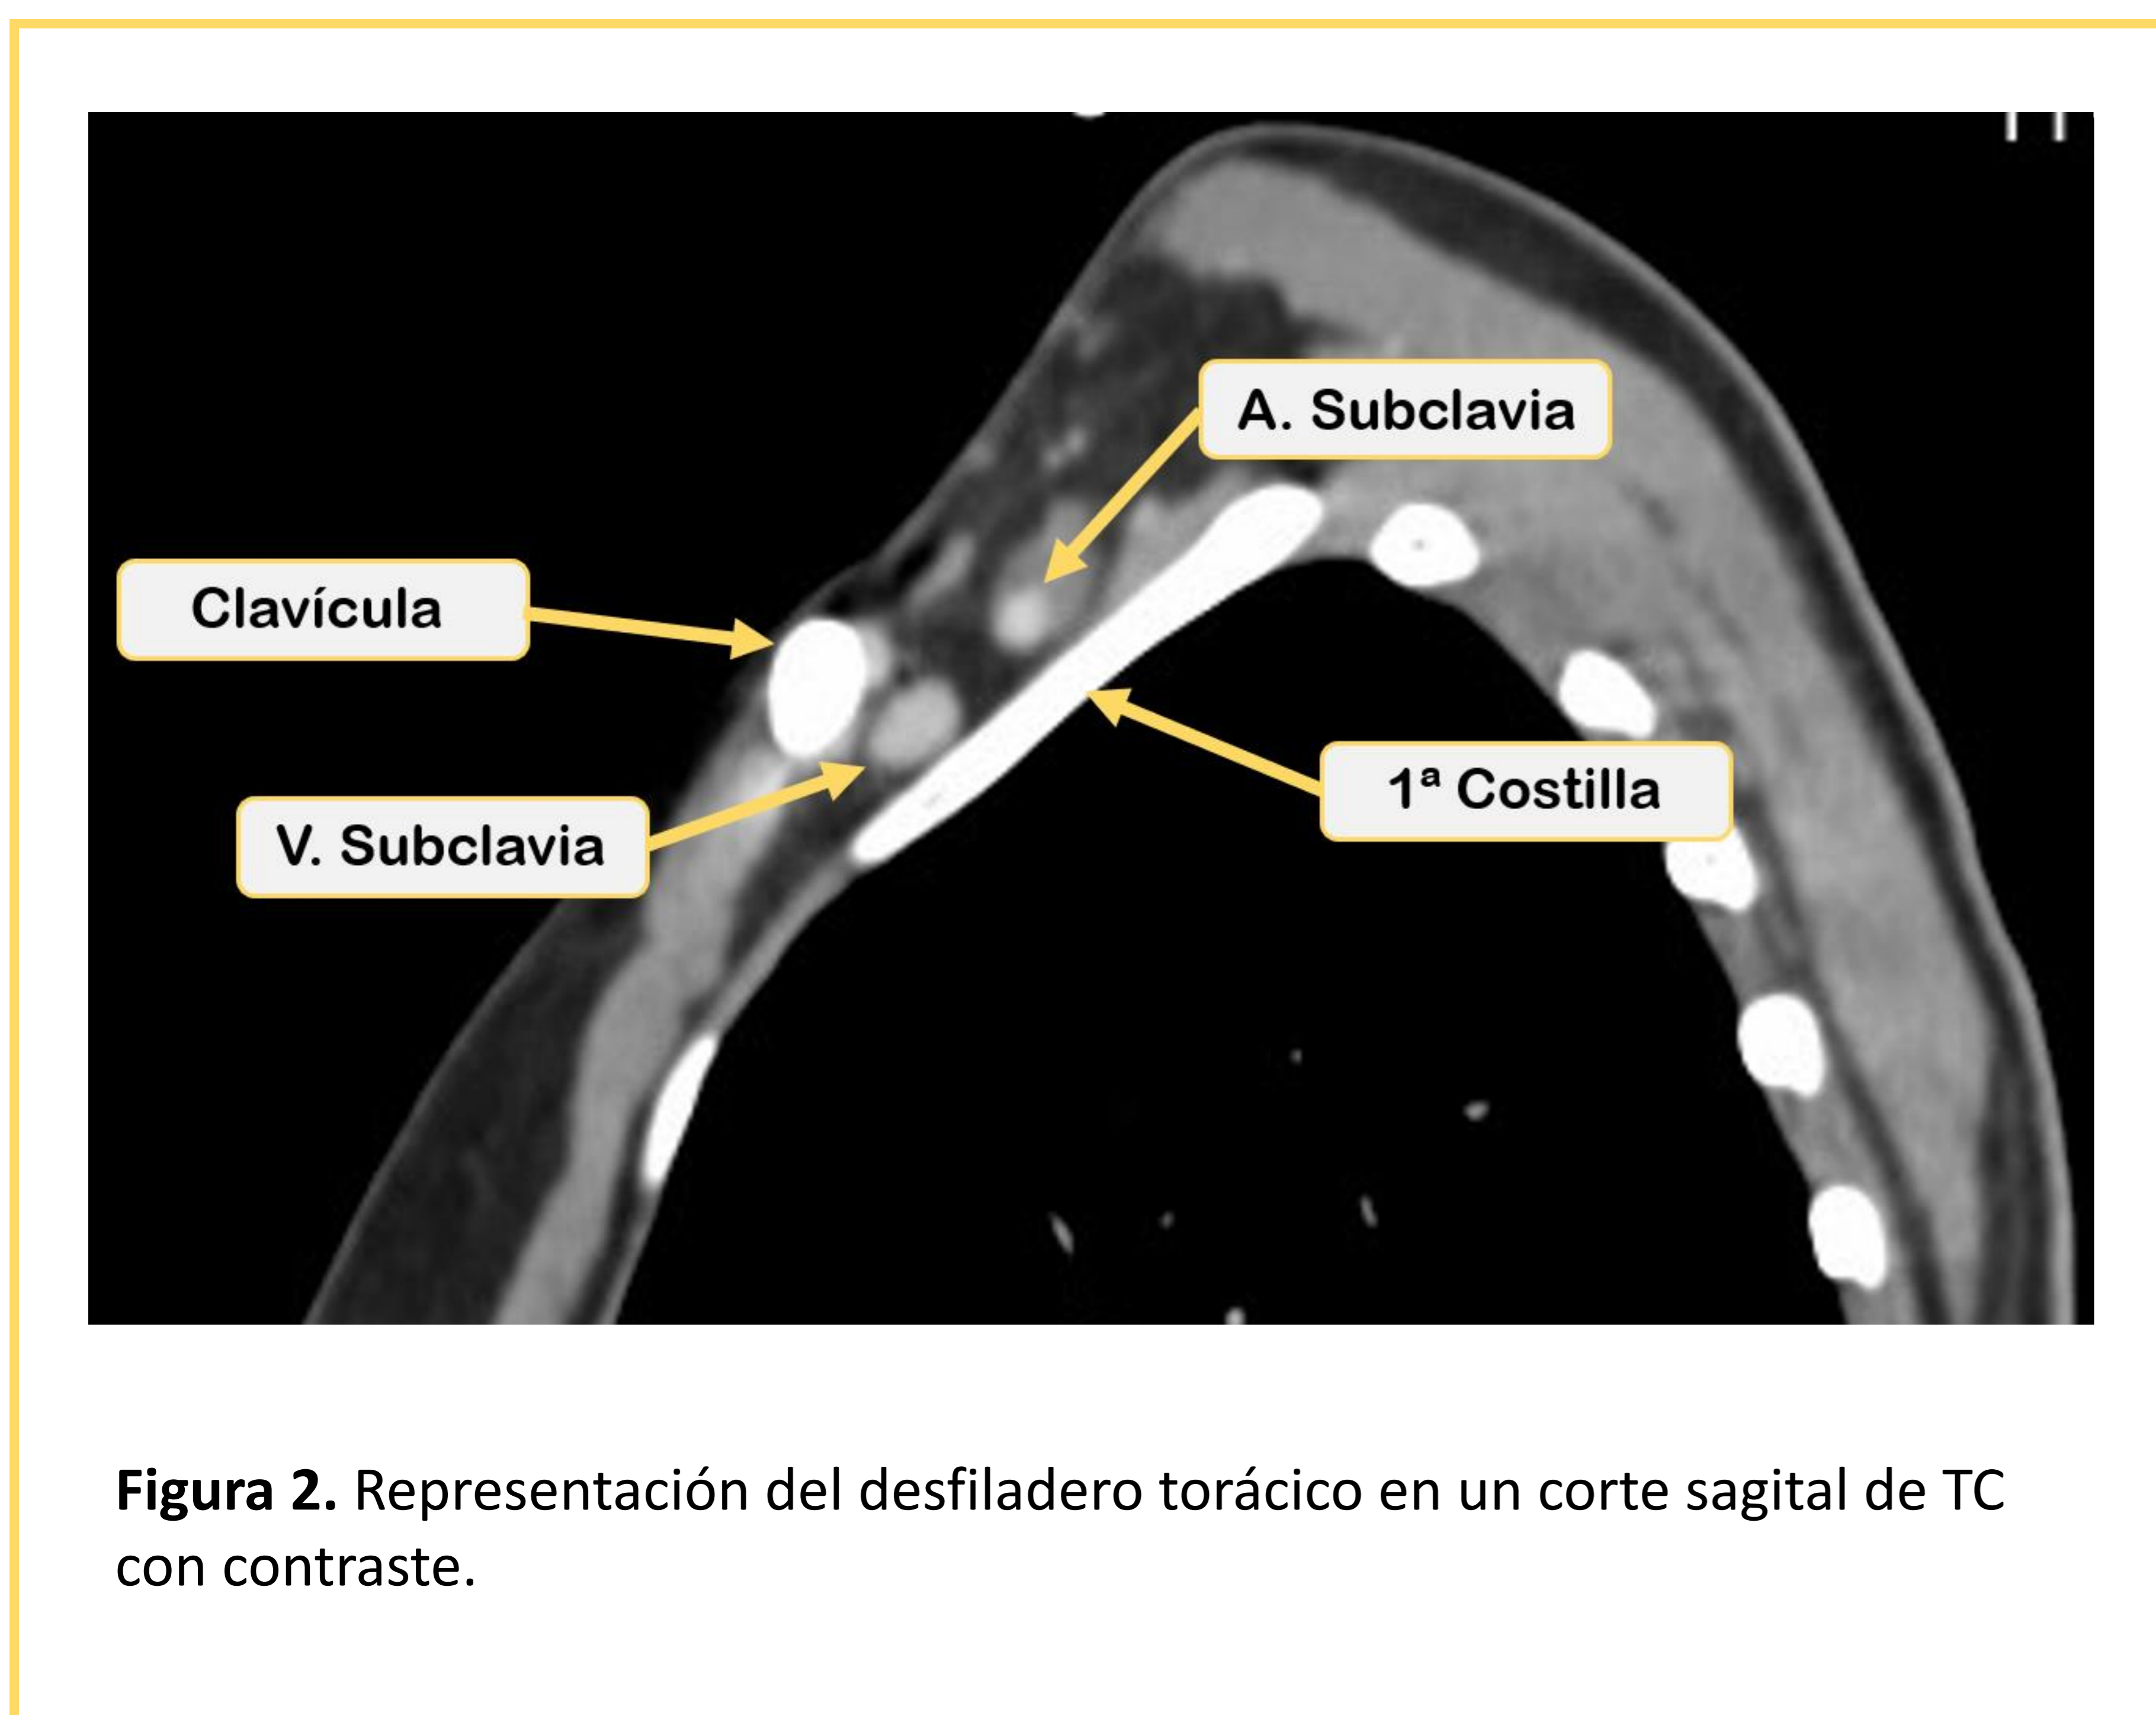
Representación del desfiladero torácico en un corte sagital de TC con contraste.
